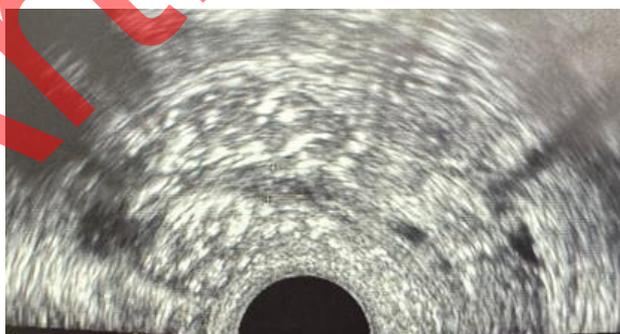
УЗИ матки при первом визите пациентки.
